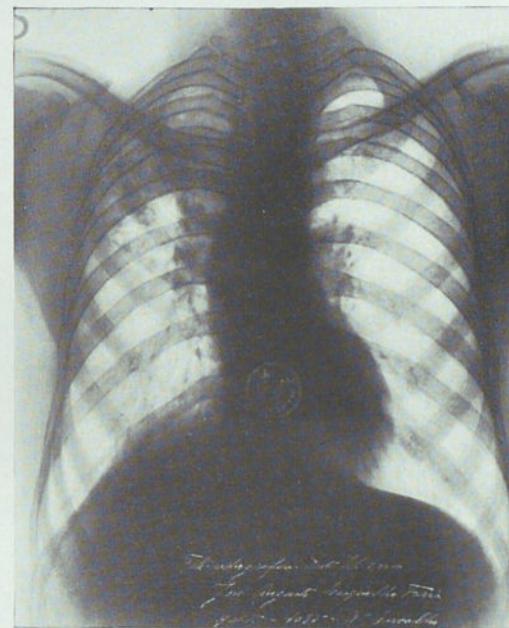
Radiografía del 10-IV-35. Todo el complejo lesional se ha reducido por retracción hacia arriba. Sigue sin percibirse con nitidez la imagen cavitaria.
